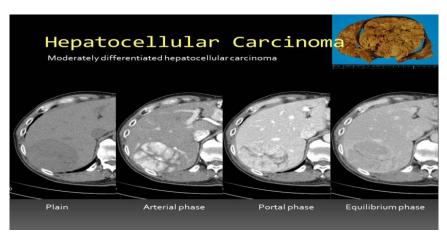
Hình ảnh chụp cắt lớp điện toán tương đối rõ và chính xác hơn siêu âm, đặc biệt trong nhận diện cấu trúc giải phẫu gan, tuy và các cơ quan nằm sau phúc mạc. CT scan không bị ảnh hưởng khi bệnh nhân qúa mập hoặc khi bụng chứa nhiều hơi, giúp chẩn đoán nhanh chóng và tránh được những khảo sát không cần thiết khác. Đây là một kỹ thuật đắt tiền và phải tiếp xúc tia X.
